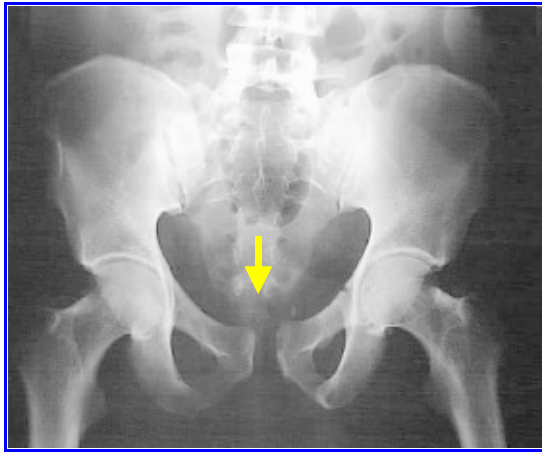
Radiografía anteroposterior de pelvis. Diastasis del pubis y fractura de la rama isquiopubiana izquierda.
